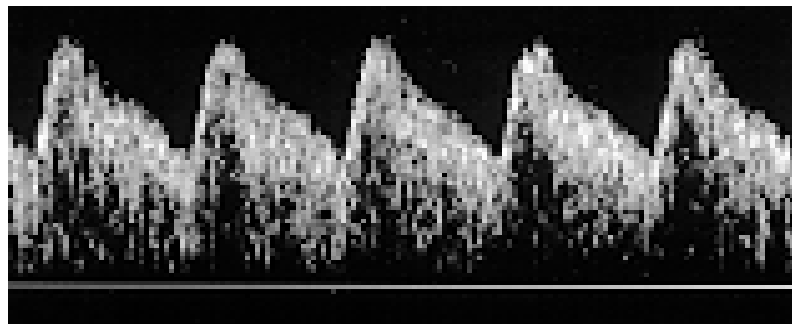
Doppler normal em artéria umbilical (AU).
